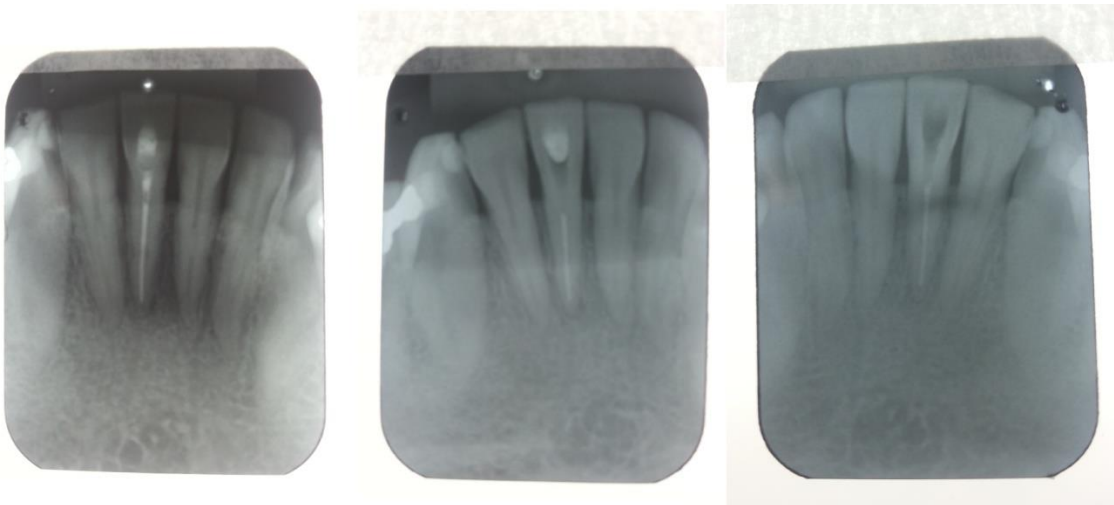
(Radiografias inicial, pós remoção de material e pós confecção de tampão cervical).
